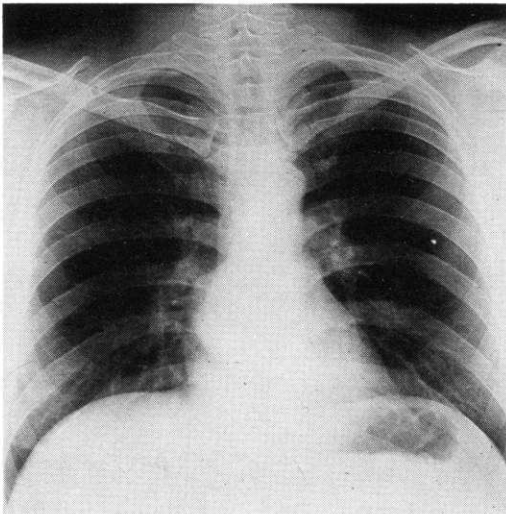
(A e B) - B. G. a. 31. Radiografia del torace in proiezione antero-posteriore e laterale: viene chiaramente documentata la presenza di una opacità rotondeggiante in sede paramediastinica postero-inferiore destra.
